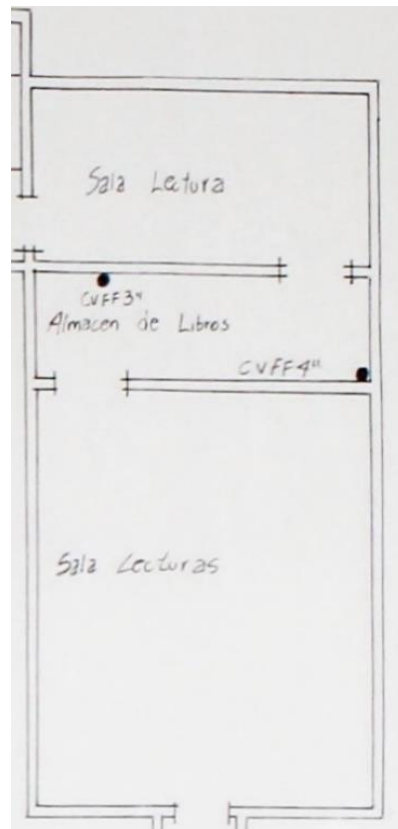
Sección Este IRM, segundo piso.
